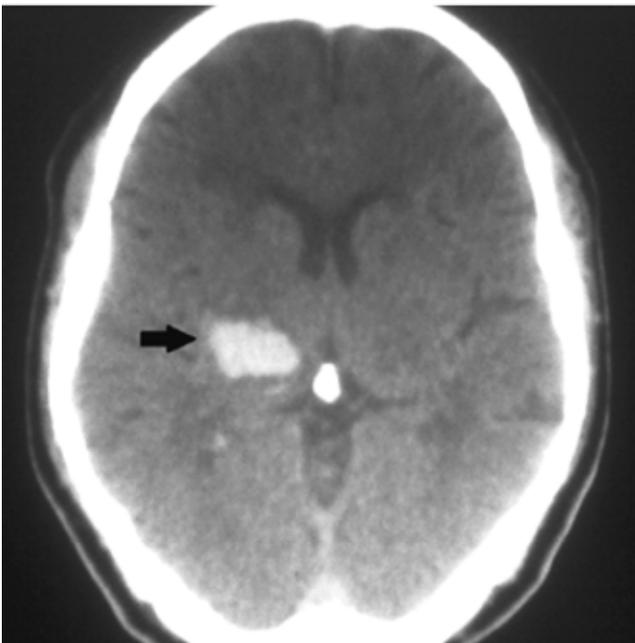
TAC de cerebro. Hematoma del tálamo derecho.
